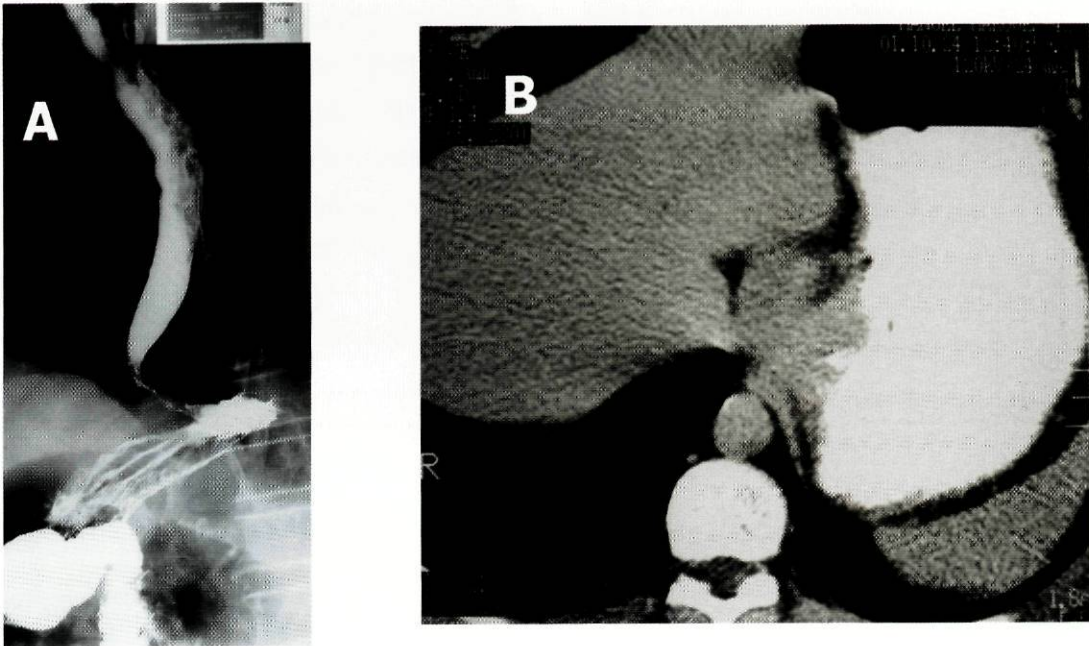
Estudo radiológico contrastado esófago-gastro-duodenal (A) e tomografia axial computadorizada (B) de doentes com carcinoma da junção esófago-gástrica.
